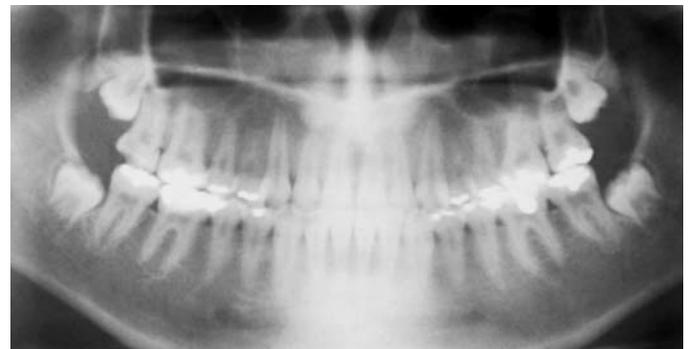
Radiografia panorâmica final mostrando os caninos superiores em oclusão normal.
